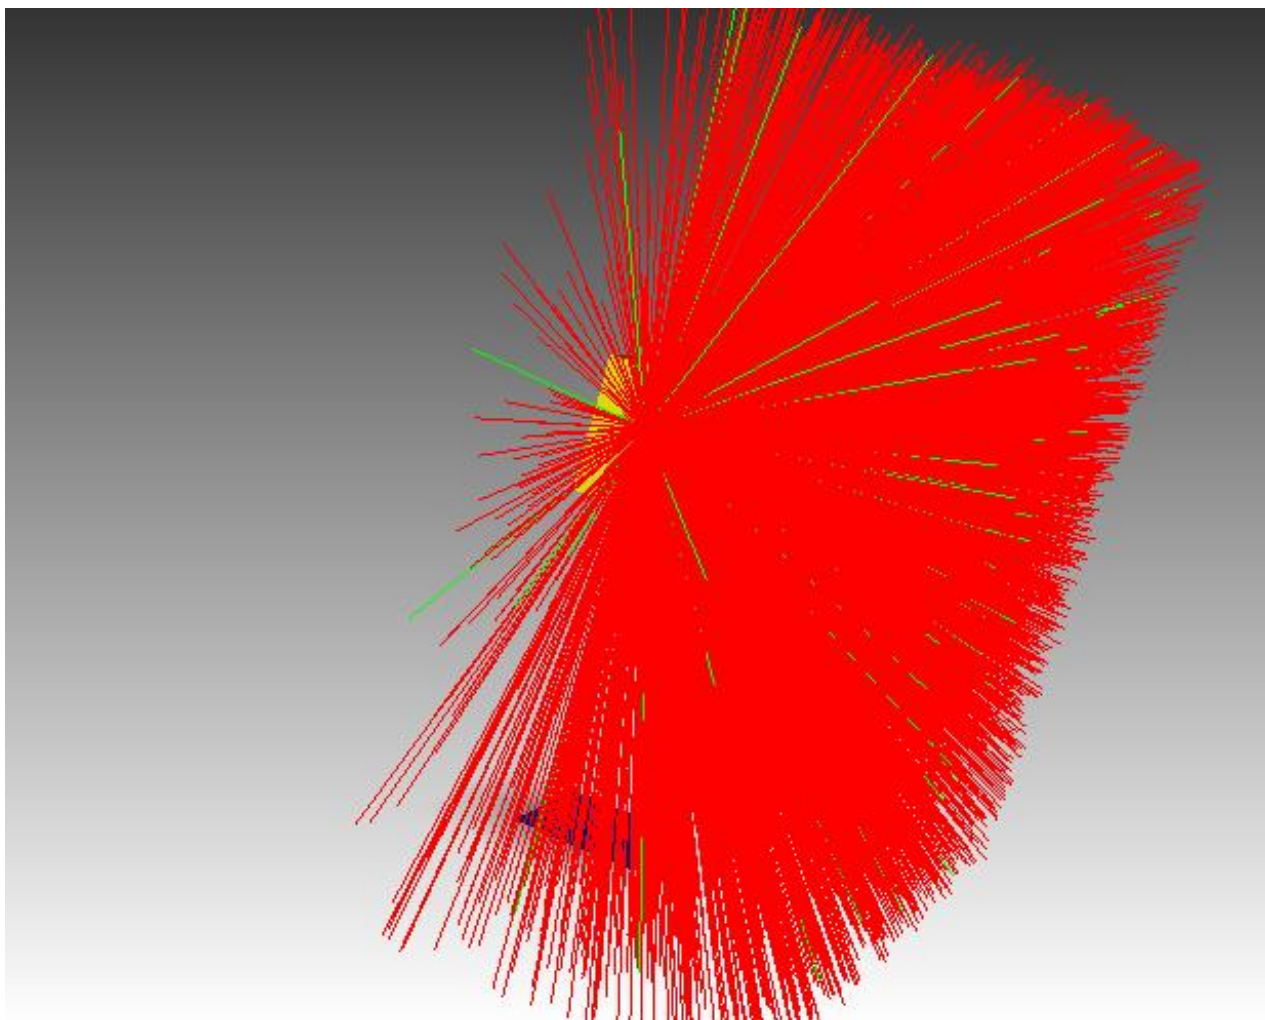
Моделирование рентгеновского излучения трубки с W-анодом
